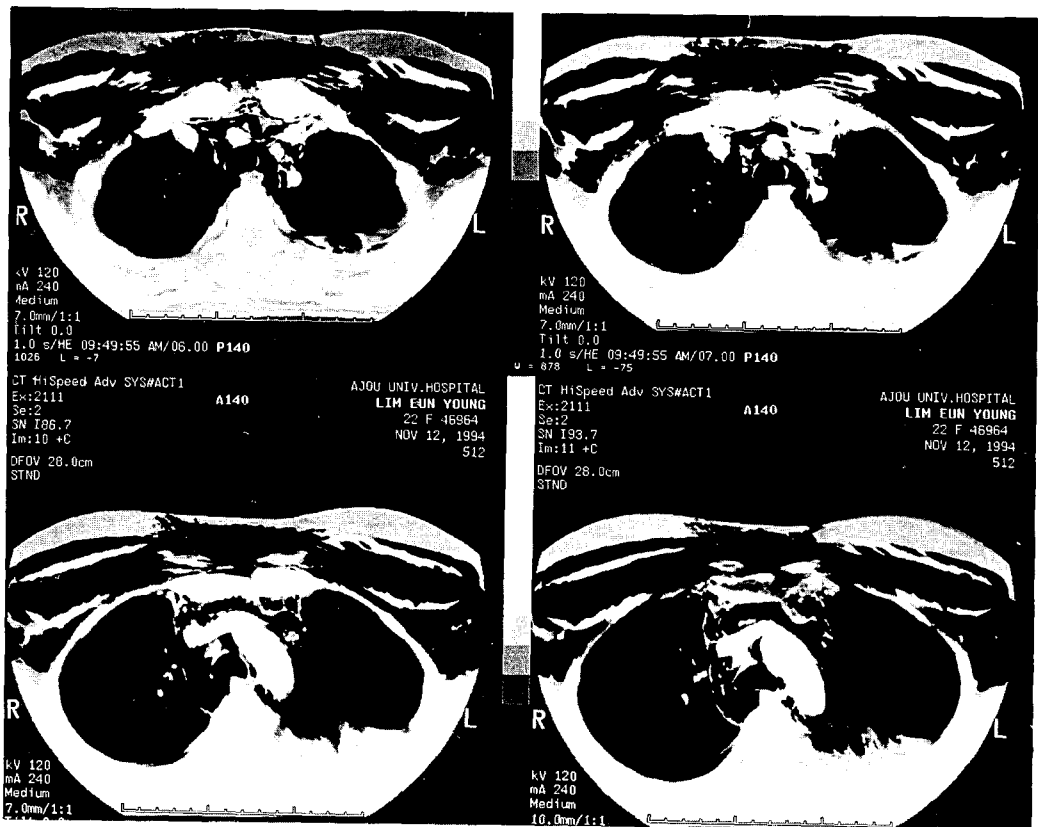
술전 흉부 전산화 단층 사진. 우하단부 사진에서 우측후방의 기도의 변형과 종격동 늑막의 기종을 볼 수 있다.
